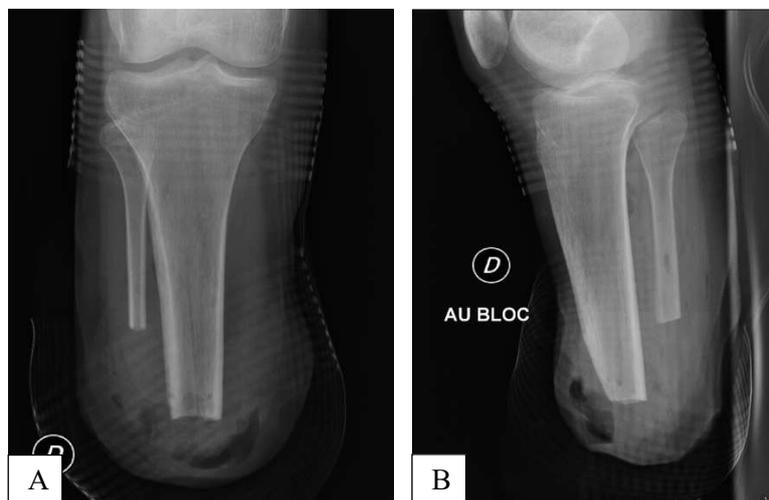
Radiographie de face (A) et de profil (B) d'un moignon d'amputation transtibiale droit montrant la recoupe de l'angle antéro-inférieur du tibia et le raccourcissement de la fibula.
